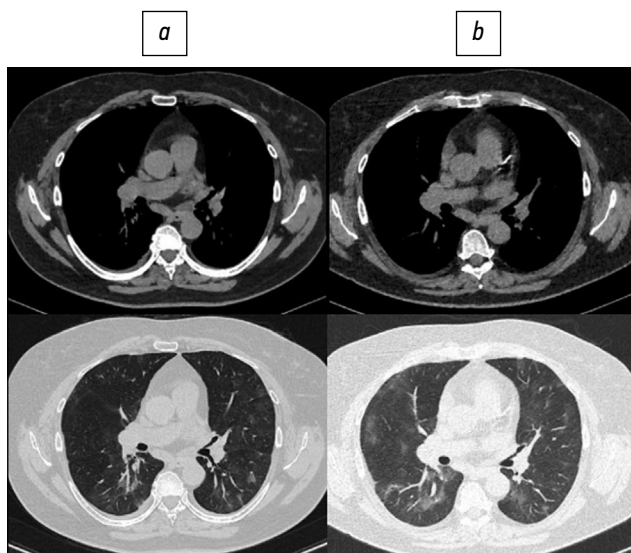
Пациент, 60 лет: стандартная компьютерная томография при поступлении выполнена с лучевой нагрузкой 3,3 мЗв (a), низкодозная компьютерная томография — 1,1 мЗв (b).
